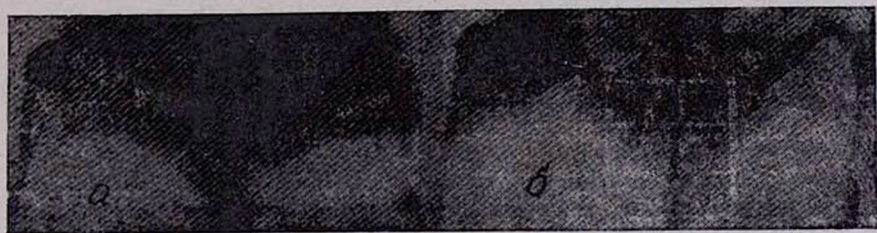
а. Рентгенологическая картина индуцированной остеогенной саркомы до введения кейлона. б. Рентгенограмма той же опухоли спустя один месяц после введения кейлона.
